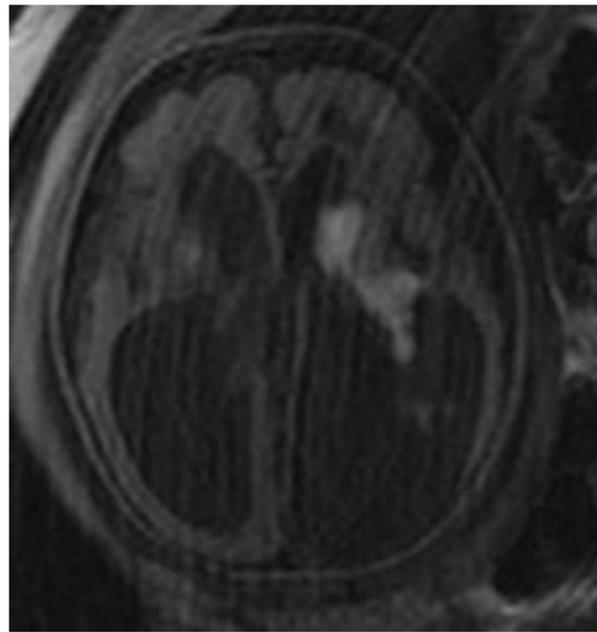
Feto de 32 semanas. Secuencia axial FLAIR. Hemorragia grado III bilateral en estadio subagudo (hemorragia intraventricular con severa hidrocefalia) que asocia severo adelgazamiento del parénquima cerebral, más marcado izquierdo, así como múltiples áreas de porencefalia asociadas.
